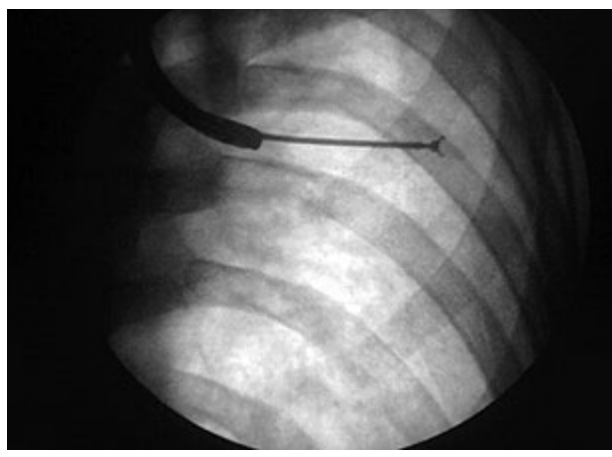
Рентгенологічний контроль при TBBL
